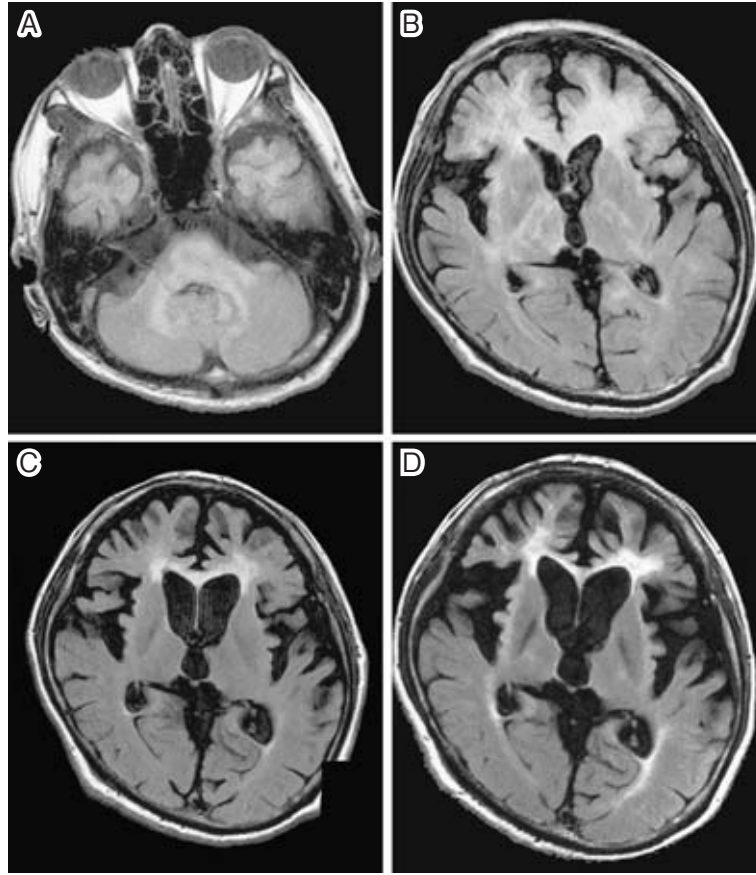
Brain MRI (FLAIR) of case 1
